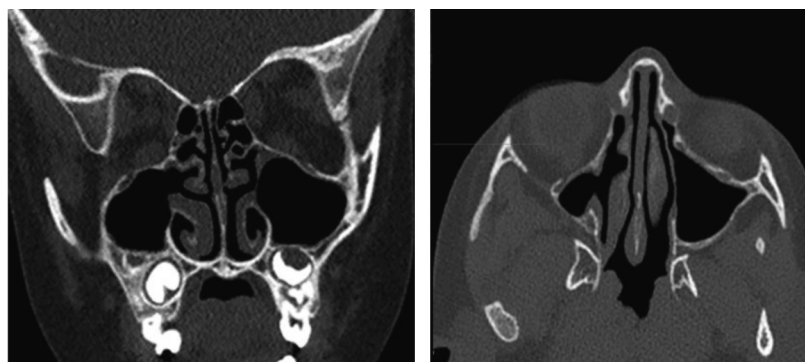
Компьютерная томография пациента Г. после операции
